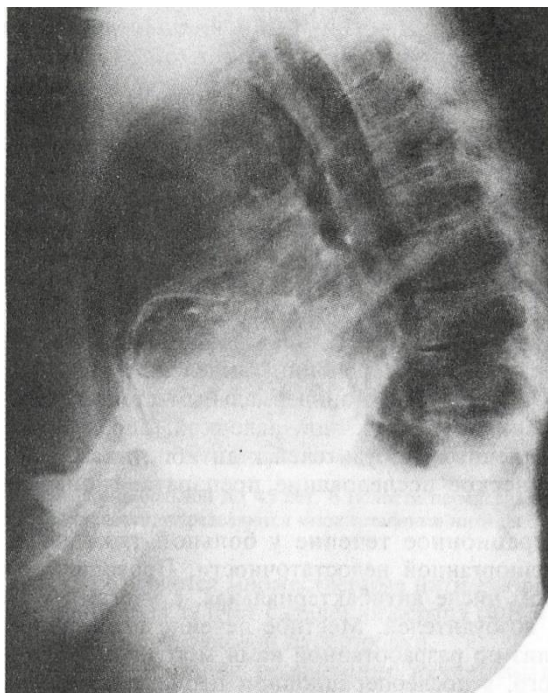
Рентгенограмма грудной клетки (боковая проекция) больной X., 45 лет. Полость перикарда дренирована двумя дренажами.
